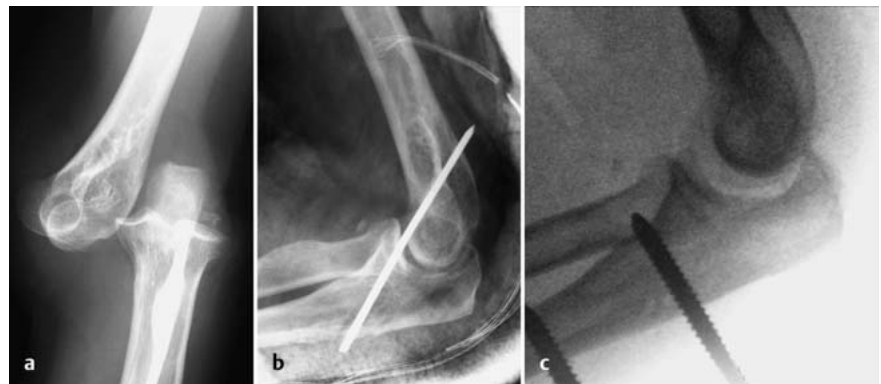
a bis c Instabile Ellenbogengelenksluxation links (80 J., weiblich). a Unfallaufnahme. b Röntgenbefund nach Primärversorgung (geschlossene Reposition, perkutane Kirschner-Draht-Transfixation). c Revision bei Weichteilinfekt – gelenküberbrückender Fixateur.
